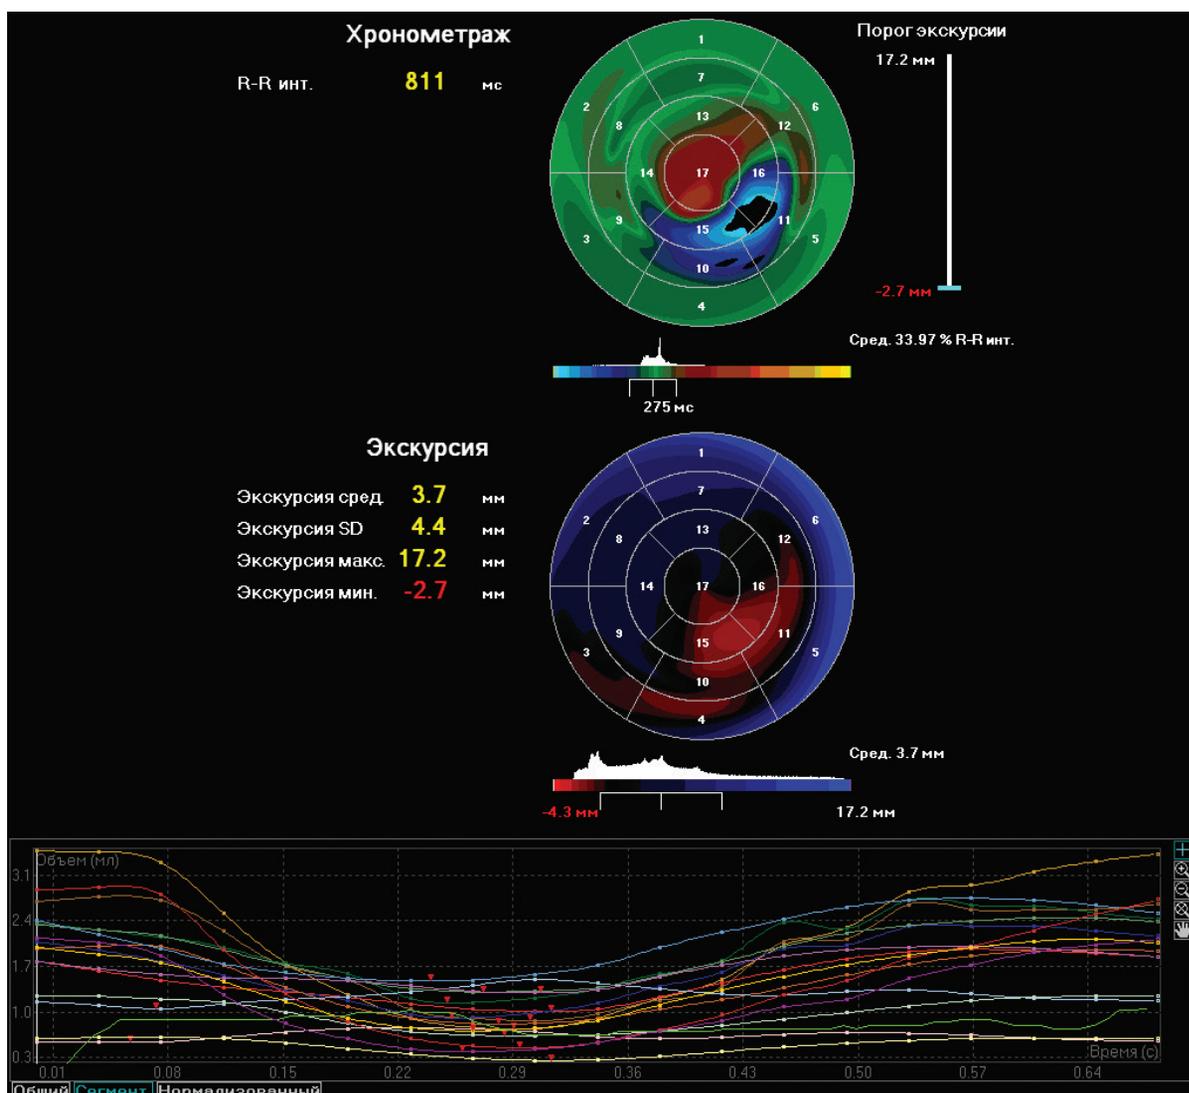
По данным трехмерной эхокардиографии у субъекта с манифестирующей преэкситацией имеется выраженная неоднородность хронометража и амплитуды экскурсии 10-го, 11-го (средние задний и заднебоковой), 15-го и 16-го (верхушечные задний и боковой) сегментов, что иллюстрируется в виде неоднородного окрашивания на обеих полярных картах и свидетельствует о диссинхронии
